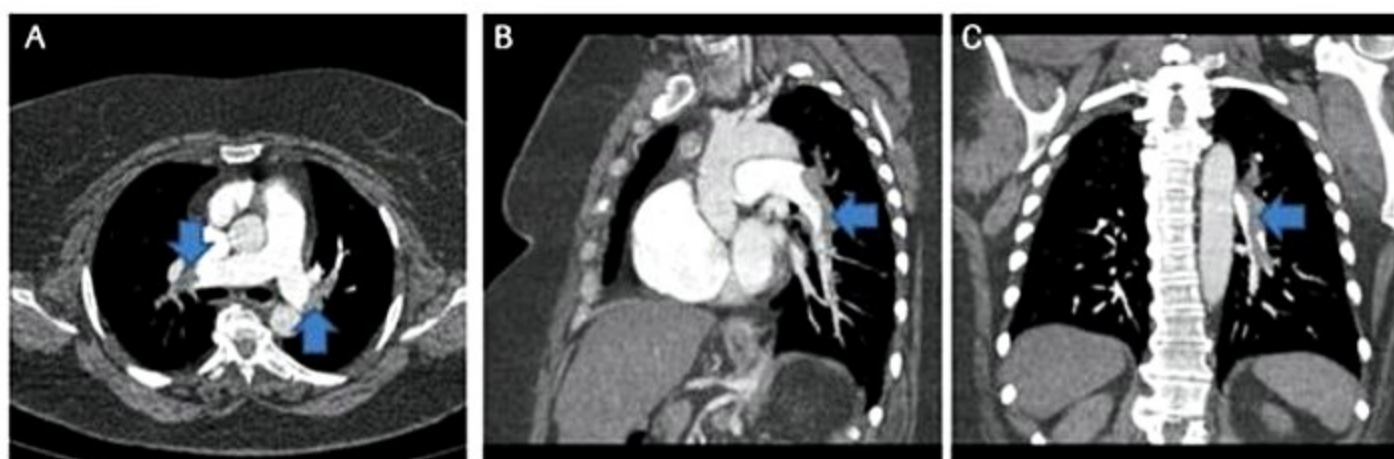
Imagem axial de angiotomografia de tórax (A) em que se observam falhas de enchimento pelo meio de contraste (setas) em ambas artérias pulmonares principais; as reformatações sagital (B) e coronal (C) evidenciam o defeito do preenchimento da artéria pulmonar esquerda (setas) pelo meio de contraste.
